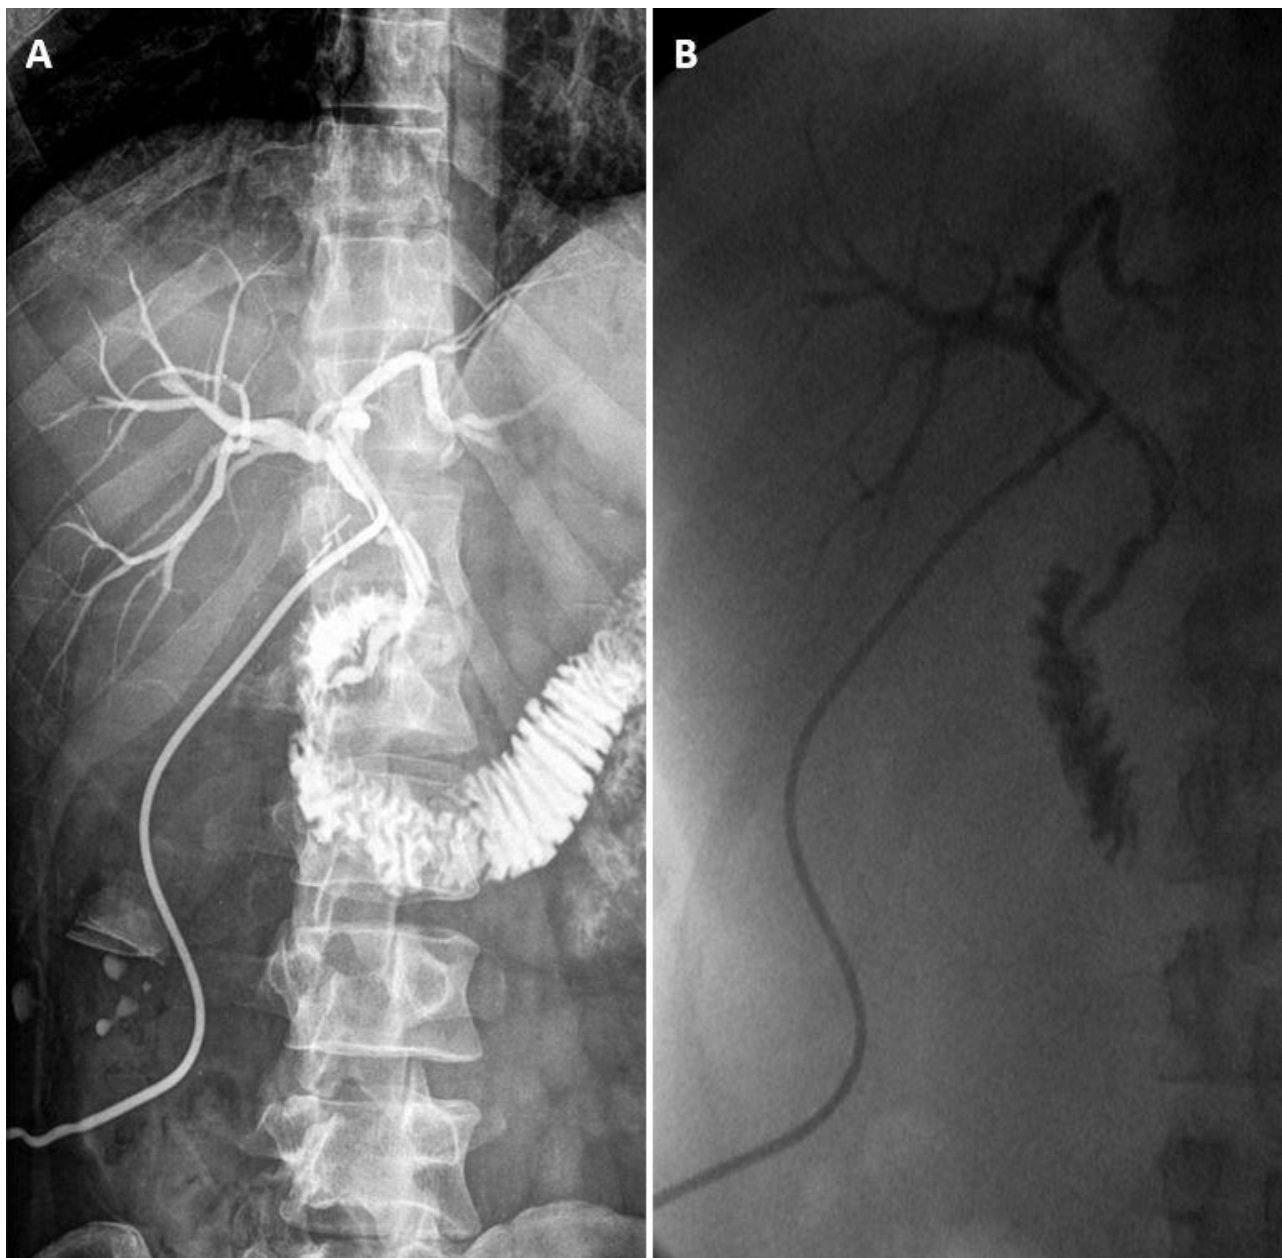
Exame de colangiografia via dreno. Imagens obtidas pela (a) radiografia e (b) fluoroscopia das vias biliares e parte do segmento duodenal preenchidos pelo meio de contraste.
